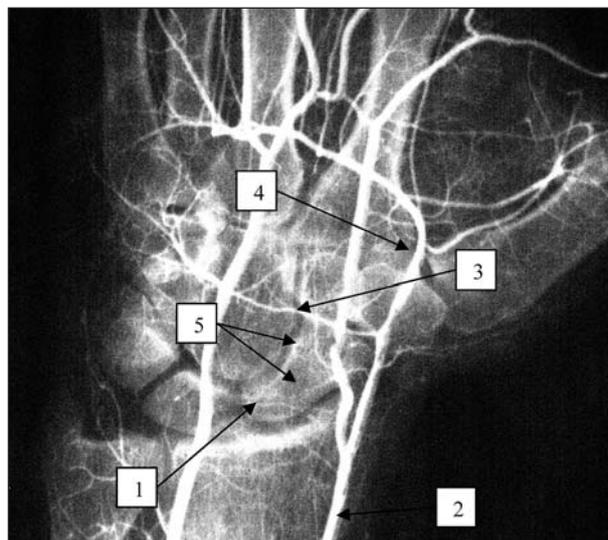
Интраоссальные питающие артерии ладьевидной кости запястья (ЛКЗ). Рентгенограмма области левого лучезапястного сустава после инъекции артериального русла рентгеноконтрастной затвердевающей массой (протокол 9): 1 — ЛКЗ; 2 — лучевая артерия (ЛА); 3 — тыльная запястная ветвь ЛА; 4 — поверхностная ладонная ветвь ЛА; 5 — интраоссальные питающие артерии ЛКЗ
